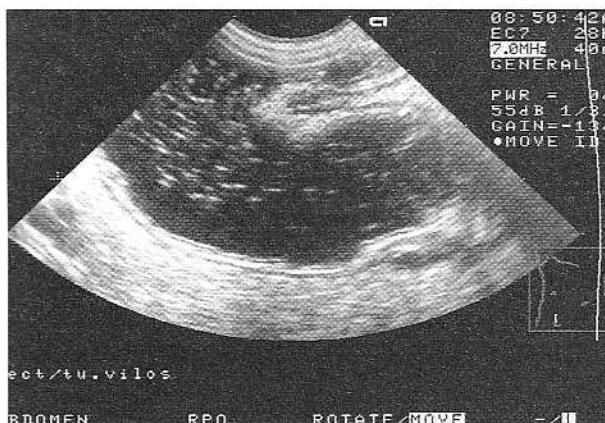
Aspectul ampulei rectale destins prin contrast oral (Fortrans) și explorată prin ecografie endorectală.
